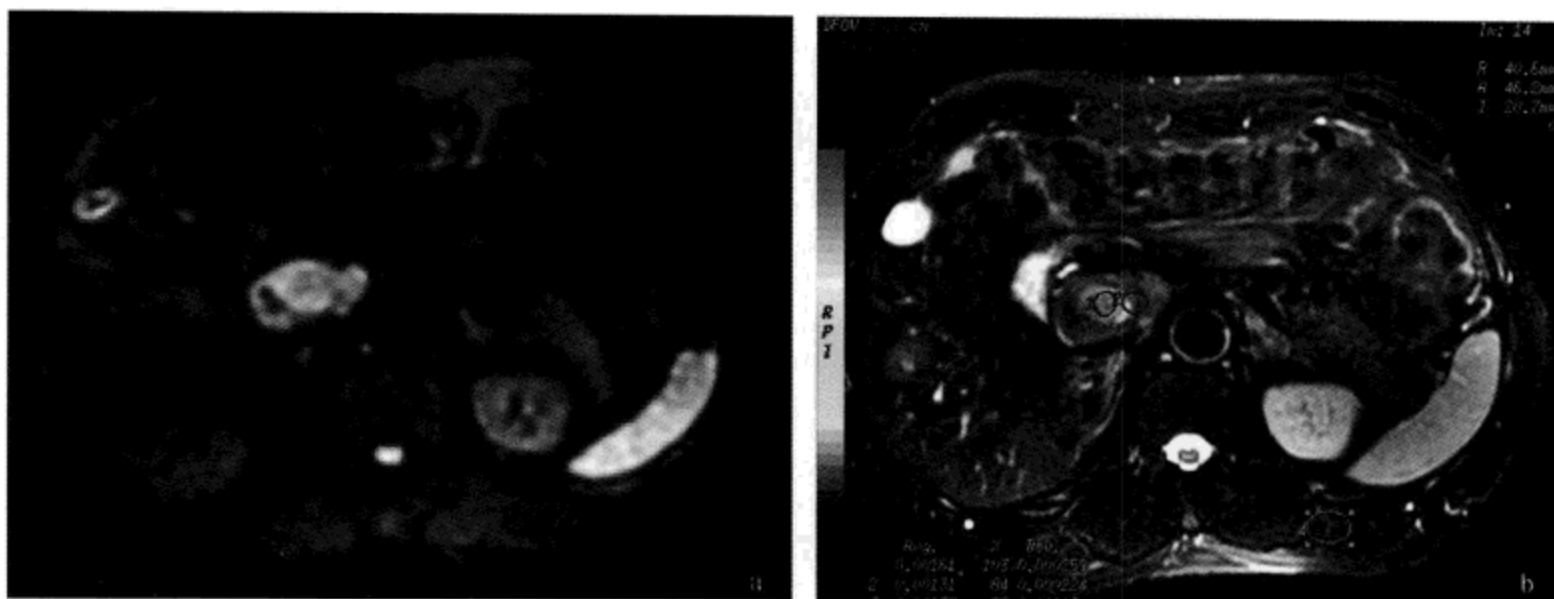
腹膜后肿瘤 DWI (a) 与测 ADC 值的图 (b)
